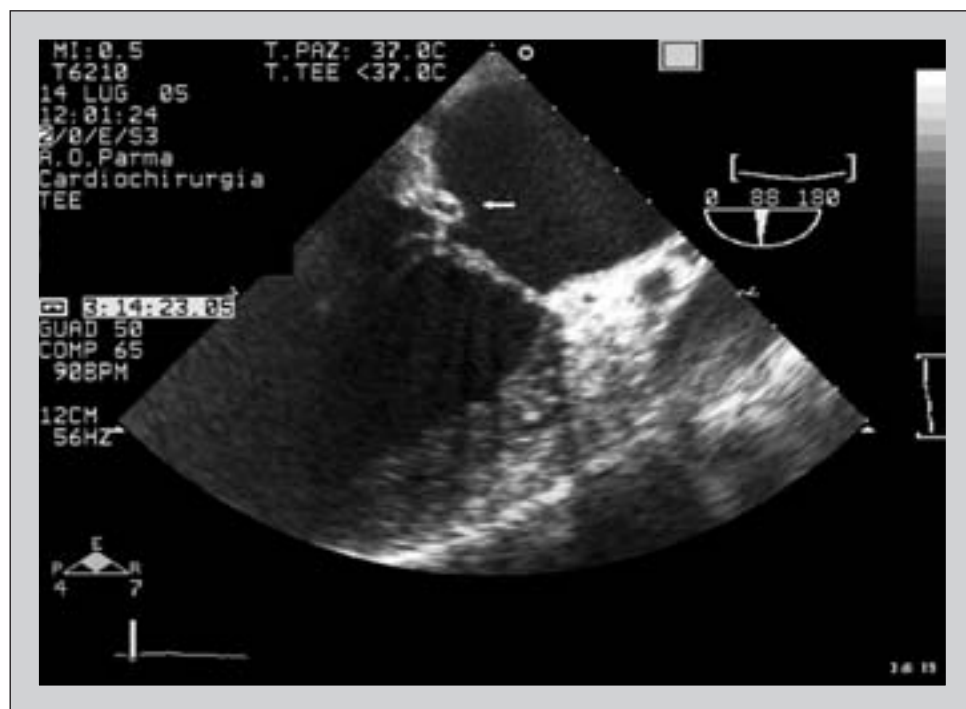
Retrazione del lembo posteriore con evidente pseudocisti visibile all'ecocardiogramma transesofageo.
